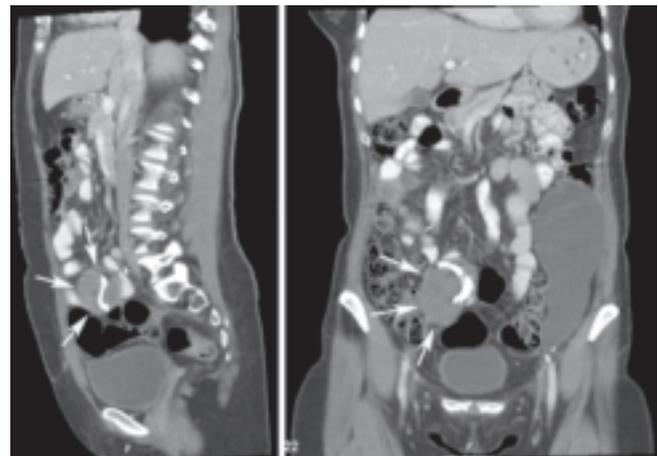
Abdomen-CT mit Nachweis eines fremdmaterialhaltigen Konglomerattumors (weisse Pfeile)
